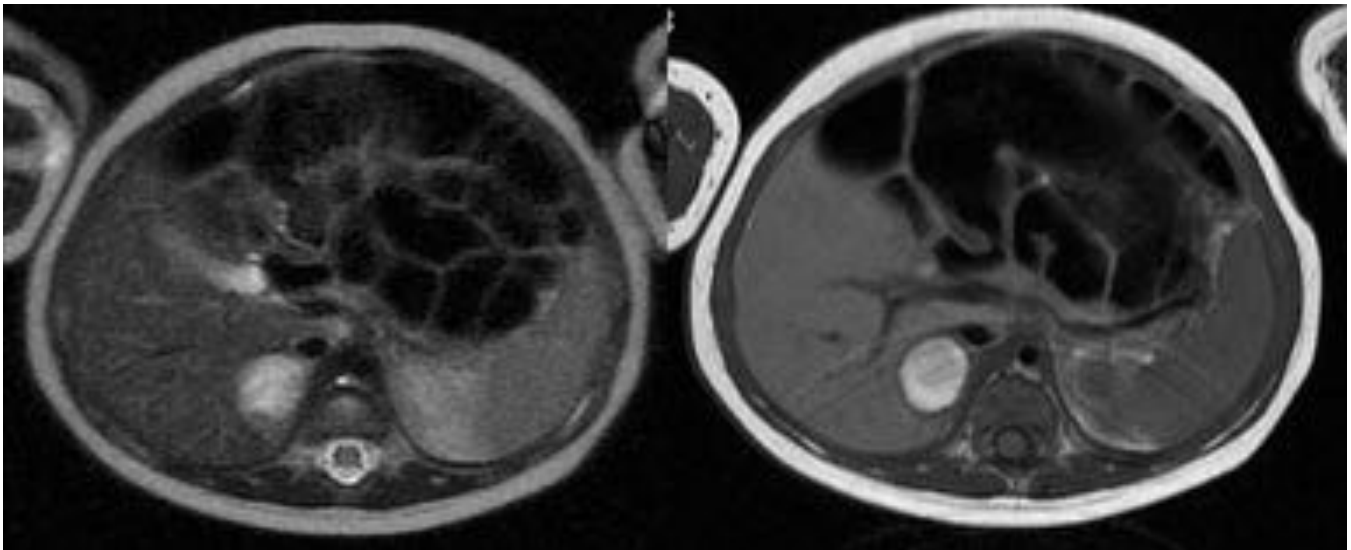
Hemorragia suprarrenal derecha. Estudio de RM en secuencia T1. Lesión predominantemente hiperintensa con halo hipointenso de hemosiderina.
